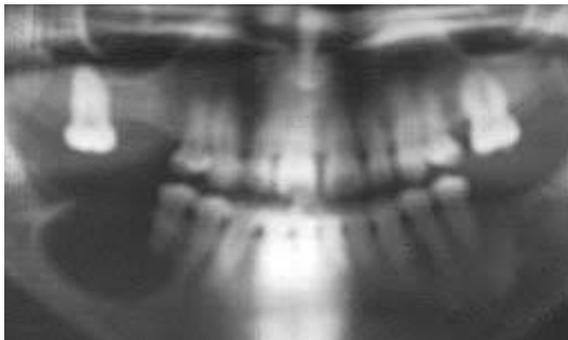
Radiographie panoramique montrant la présence d'un kyste latéro-radicaire en rapport avec les racines des 44 et 45.¹¹
